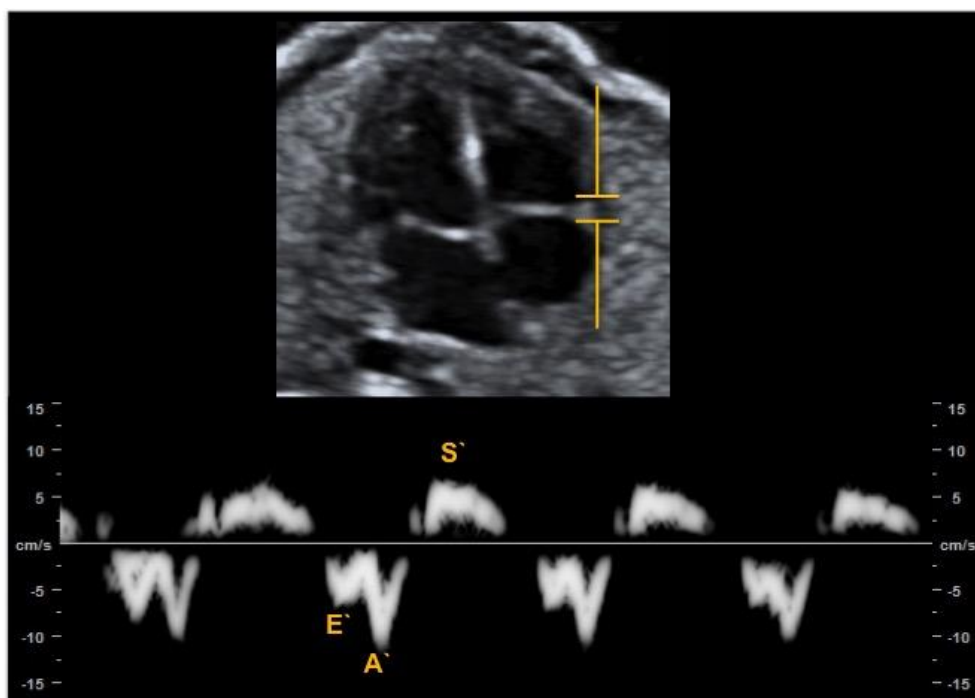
Imagem representativa do pico de velocidade anular obtido por Doppler tecidual espectral no *annulus* direito do coração.
